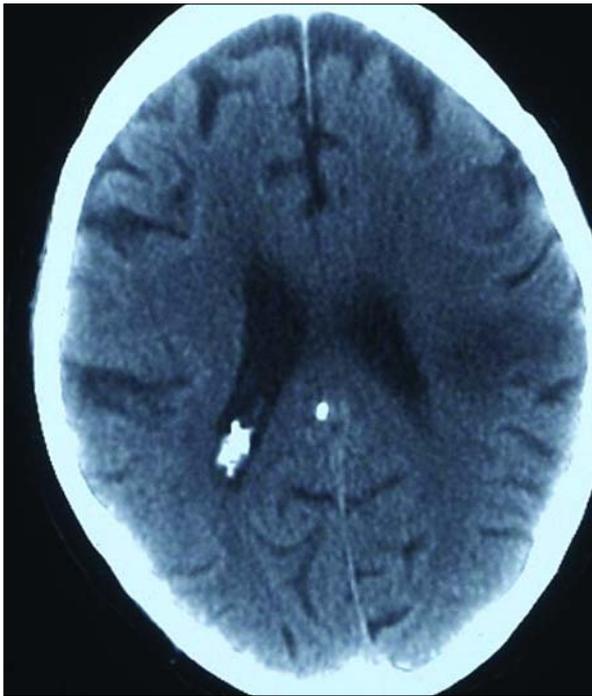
Tomografía axial computarizada craneal donde se observa una imagen hipodensa parietotemporal izquierda.
